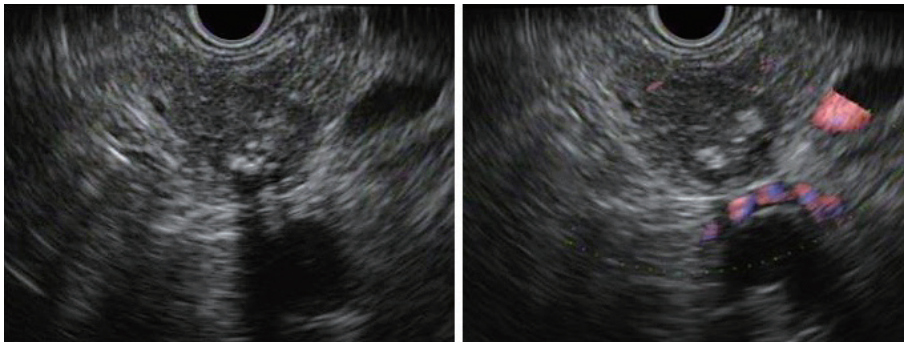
超音波内視鏡検査：病変は比較的境界明瞭な低エコー腫瘍として観察されるが、内部エコーは高・低エコーが混在してモザイク状である。被膜様構造は指摘できない。
